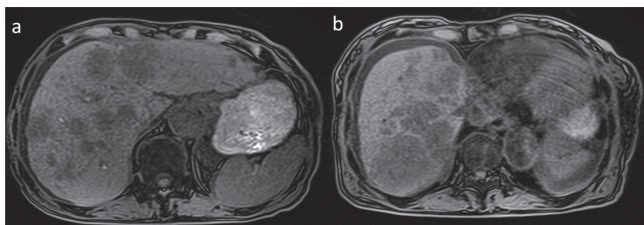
Ram+Pac療法終了時の腹部MRI検査
